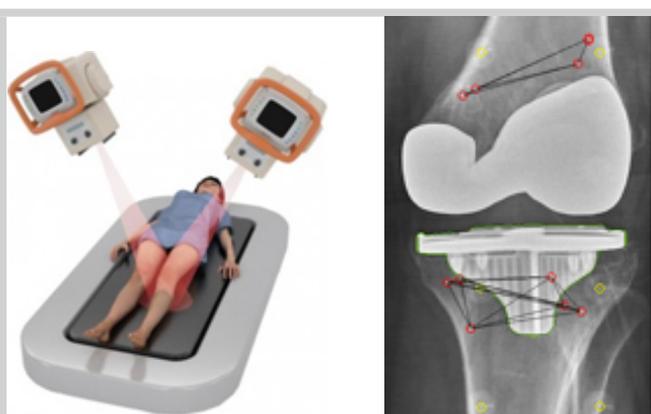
São utilizadas duas radiografias calibradas simultâneas para monitorizar com precisão as alterações na posição do implante ao longo do tempo
